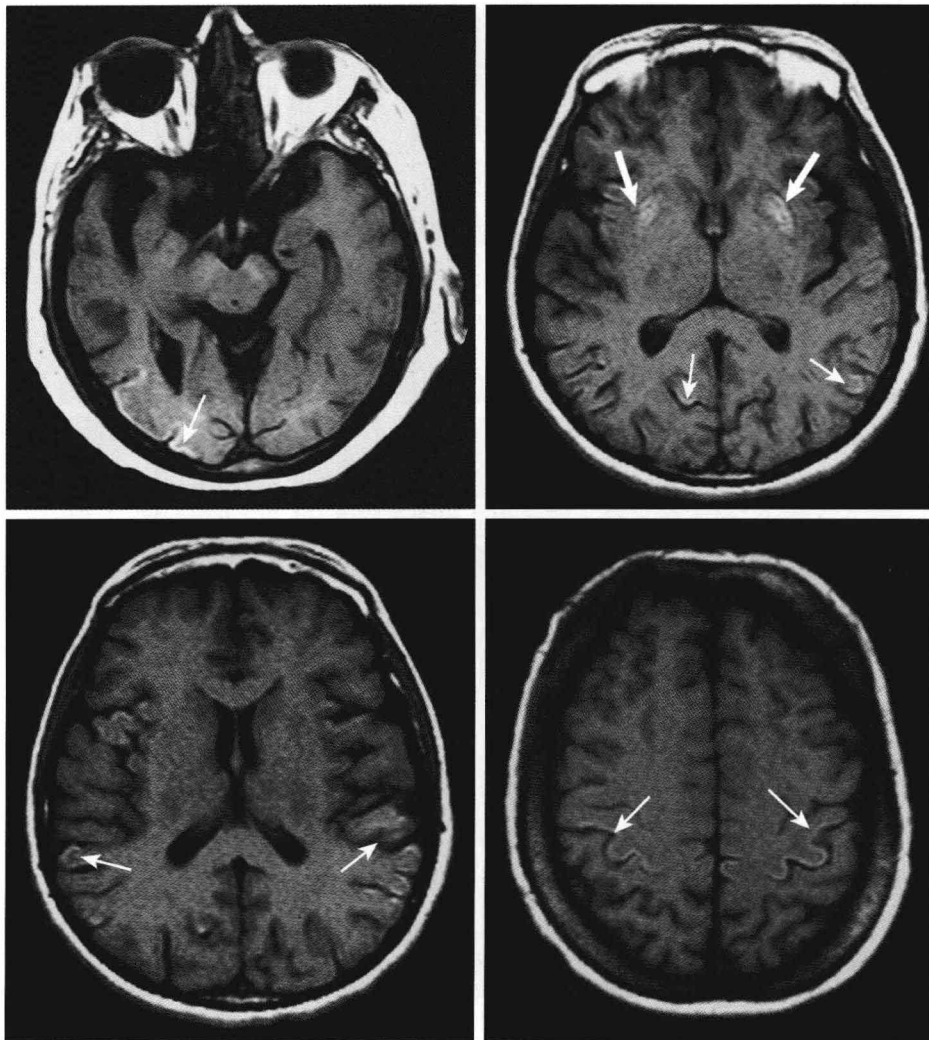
图为心脏骤停后 3 周的 MRI，T1 加权像显示皮质斑片状高信号区域，提示层状坏死（细箭头），此外应该注意到壳核的高信号（粗箭头）。
